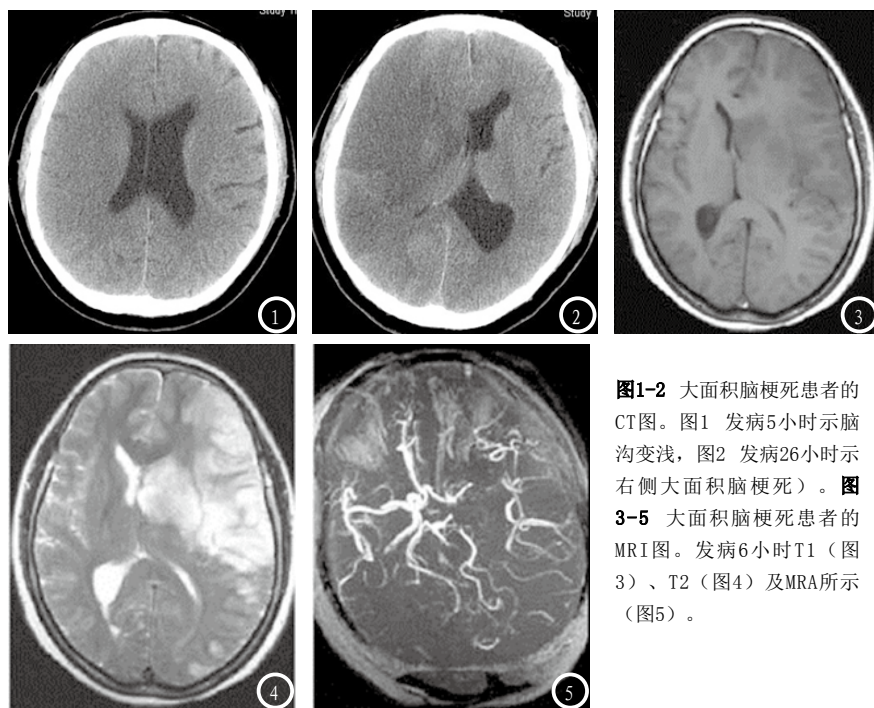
大面积脑梗死患者的CT图。图1 发病5小时示脑沟变浅, 图2 发病26小时示右侧大面积脑梗死)。图3-5 大面积脑梗死患者的MRI图。发病6小时T1 (图3)、T2 (图4) 及MRA所示 (图5)。
